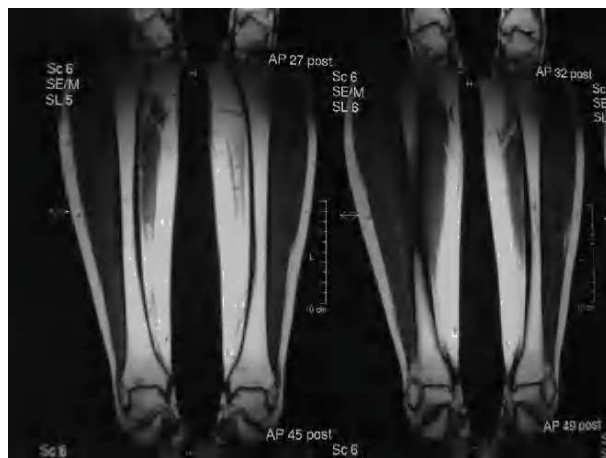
Resonancia magnética nuclear de ambas piernas. Imagen de osteocondritis bilateral.
